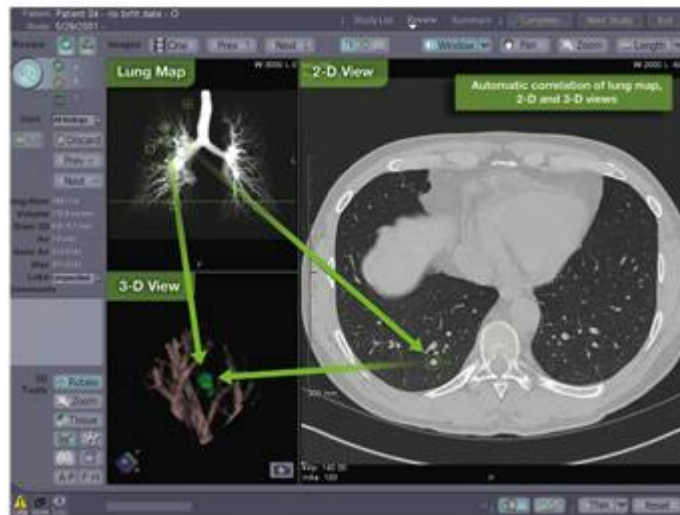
Sistema *ImageChecker CT* (retirado de (R2, (2004)).
